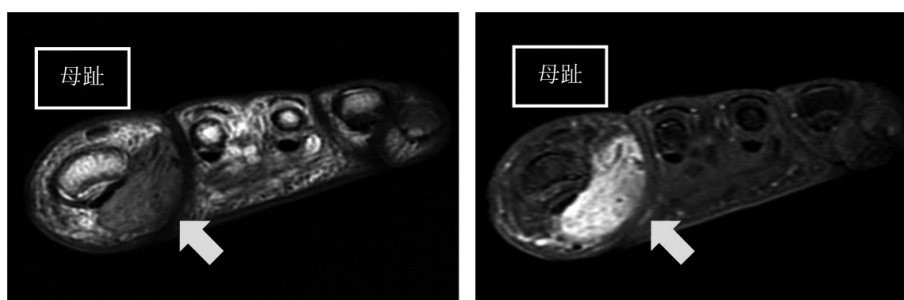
左足部造影MRI 左：T2WI 右：Gd造影
